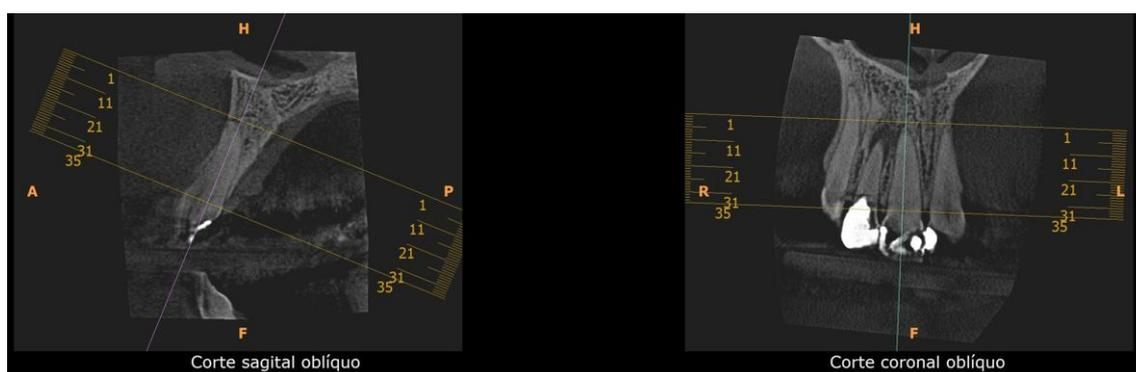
Tomografia para planejamento
